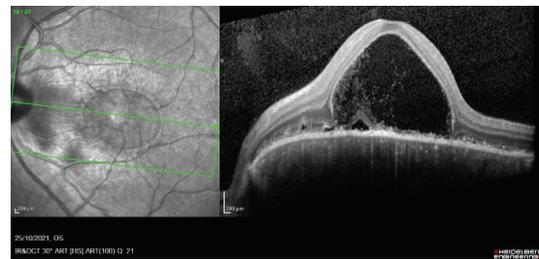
Tomografía ojo izquierdo
